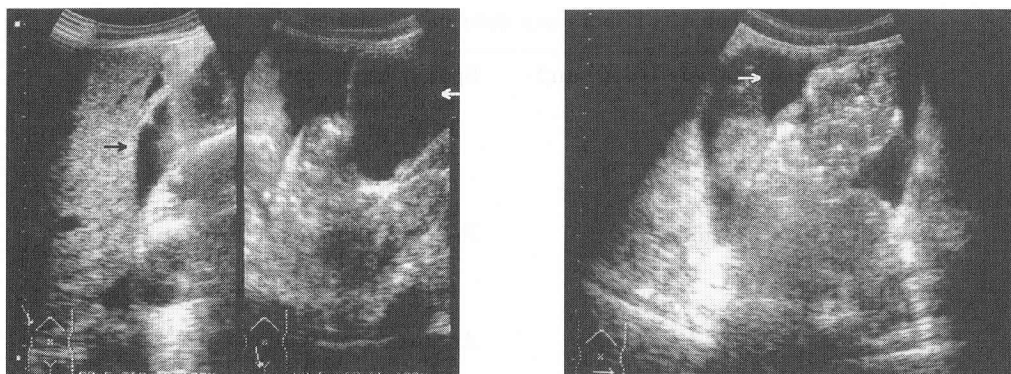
Abdominal ultrasonography findings showing ascites in Douglas pouch.
